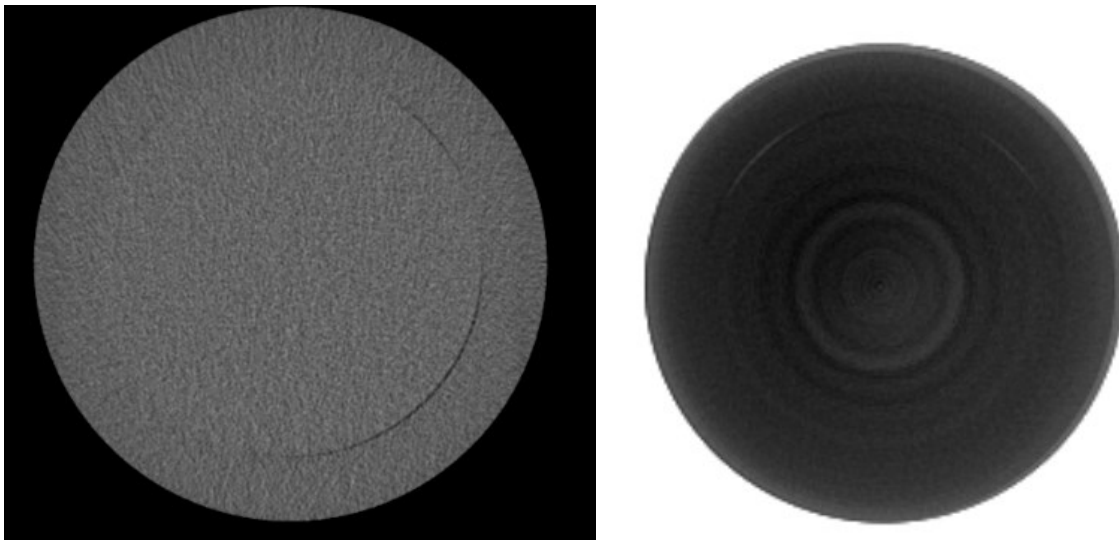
Comparaison visuelle des artefacts entre le CBCT et le CT
